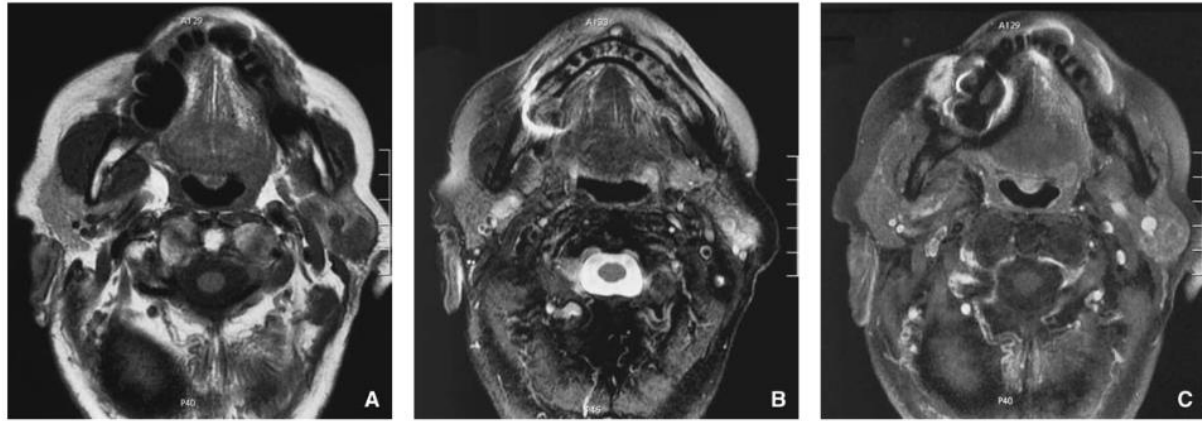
Examen IRM d'un carcinome épidermoïde différencié non kératinisant. La tumeur de la glande parotide gauche présente des contours irréguliers et des zones d'infiltration. La tumeur apparaît avec des contours spiculés et en hyposignal en séquence pondérée T1 (A), avec un net caractère infiltrant et sans hypersignal franc en séquence pondérée T2 (B), et présente un faible rehaussement et un aspect très infiltrant après injection de gadolinium (C) [12].
